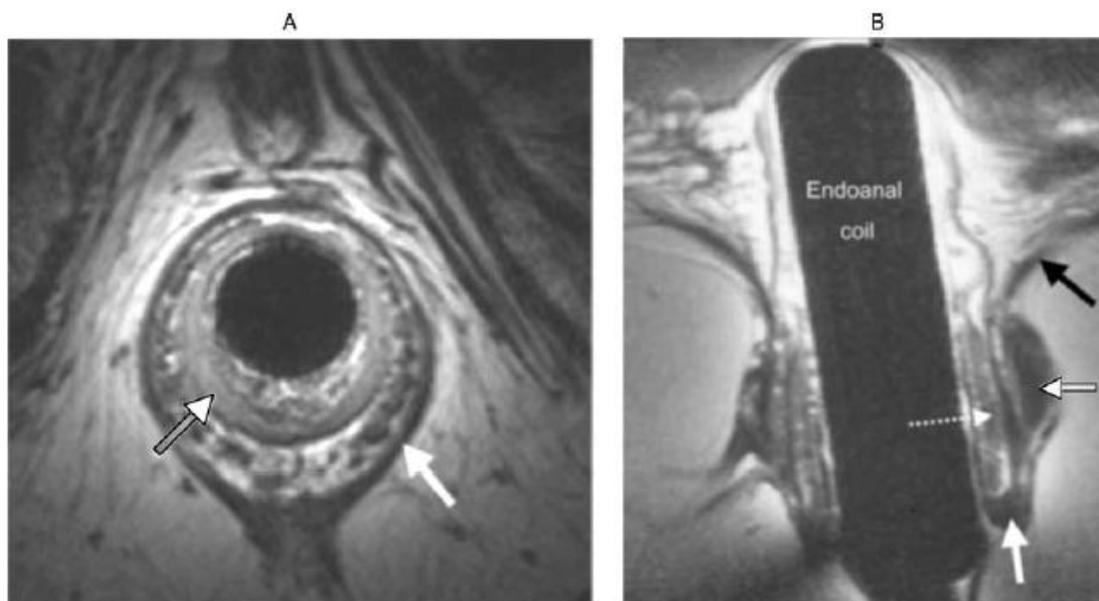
(A) IRM endoanal, imagen transversal. Esfínter anal Interno (EAI) (flecha abierta), y esfínter anal externo (flecha cerrada); (B) IRM imagen sagital. Elevador del ano (flecha negra), músculo puborrectal (flecha abierta), borde distal del esfínter anal externo, curvando alrededor de la porción distal del EAI (flecha cerrada) y del esfínter anal interno (flechas interrumpida) (Tomado de Gordon principles and practice of surgery of colon, rectum and anus 3 ed.pdf, chapter 15, fecal incontinence)
